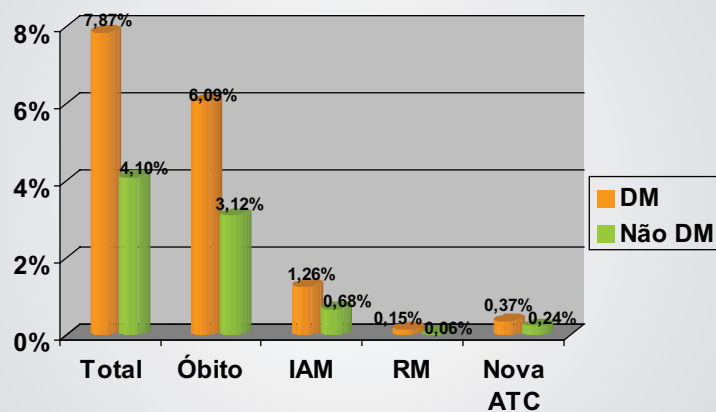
Resultados imediatos: eventos adversos (infarto agudo do miocárdio). IAM- infarto agudo do miocárdio; RM- cirurgia de revascularização miocárdica urgente
